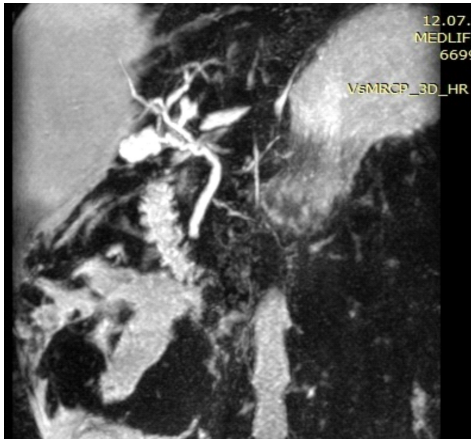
МРТ-ХГ. Небольшой затек желчи около культи пузырного протока
